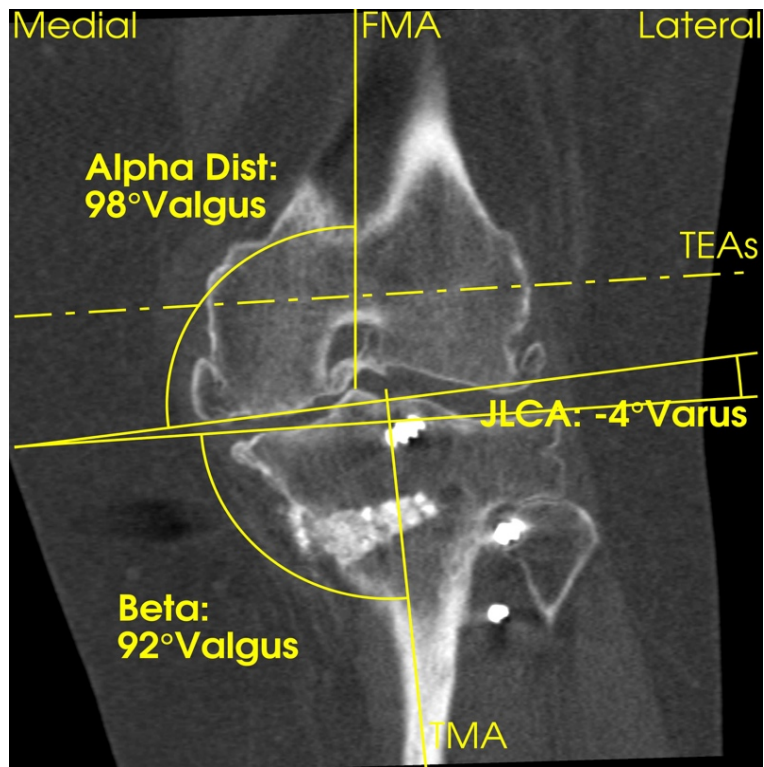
Coupe Frontale en TDM du genou natif, évaluation des angles alpha, bêta et l'angle d'ouverture des interlignes fémoro-tibiales (JLCA).
